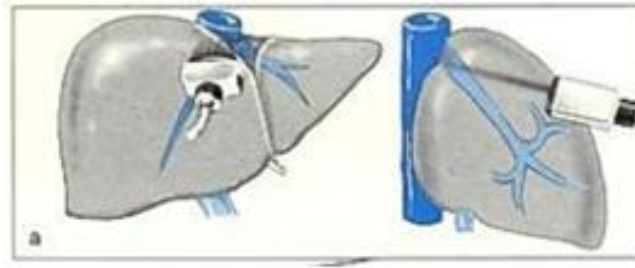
[68] : Exploration échographique des veines sus-hépatiques
